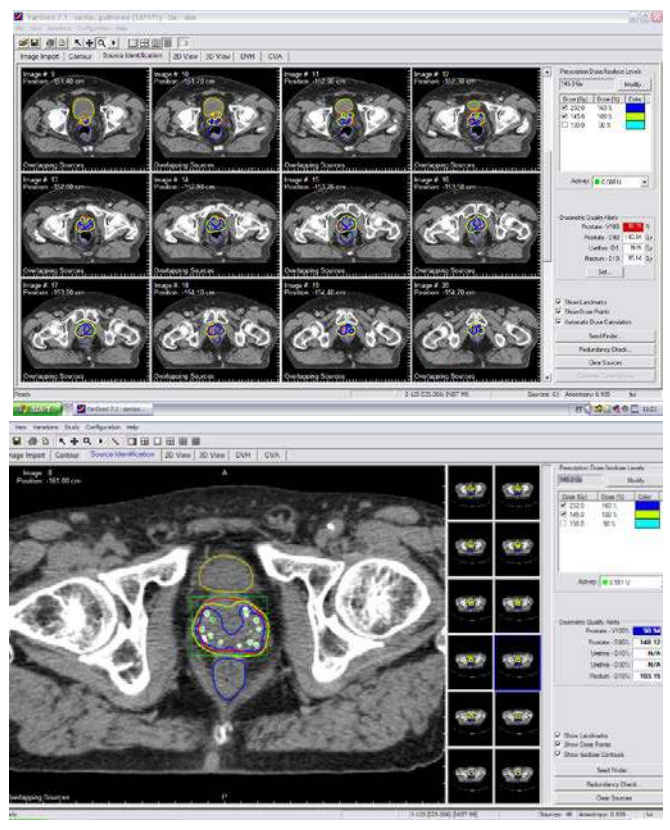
Imágenes de una TC *postplanning*.
